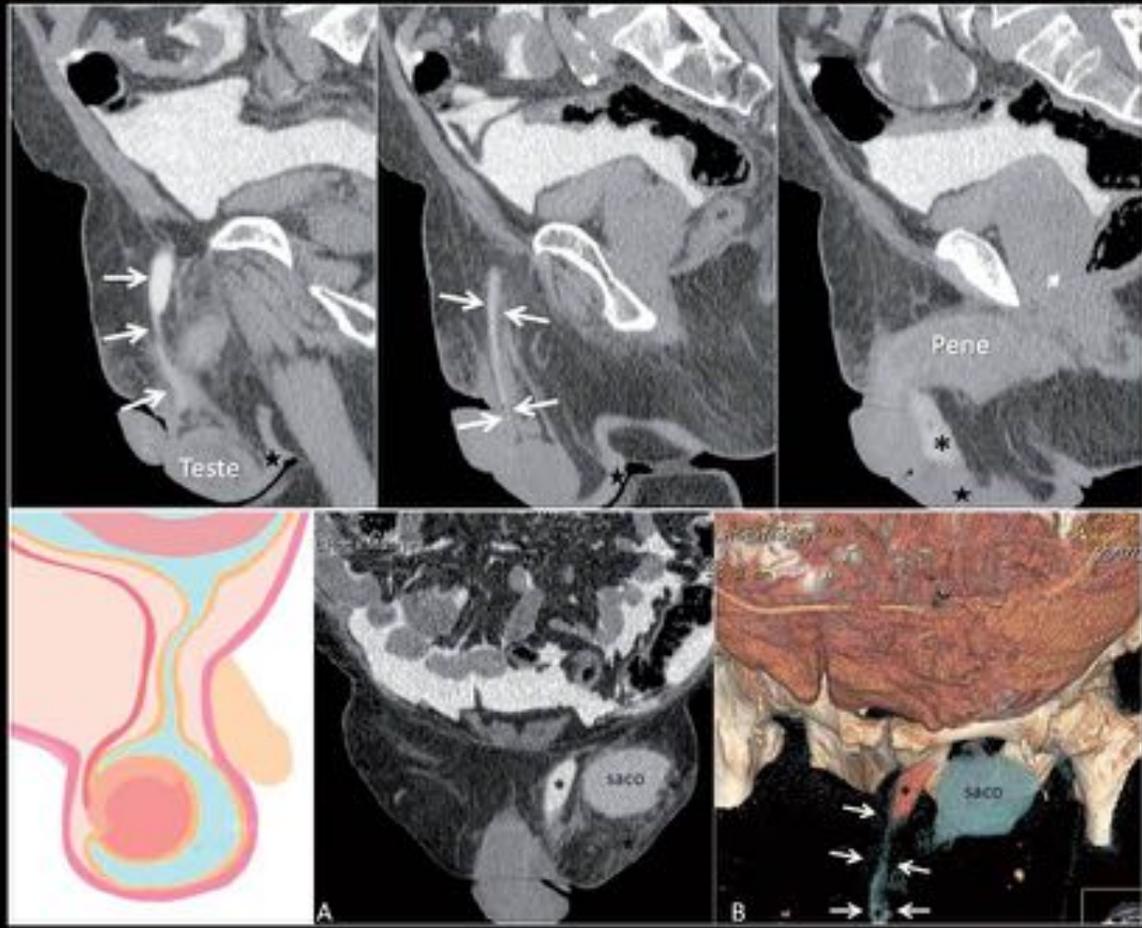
La TC peritoneografía demostró la persistencia de fuga de contraste (asterisco negro) a través de un conducto peritoneo vaginal izquierdo permeable (flechas blancas) como causante del edema escrotal (estrella negra) .Asimismo,se identificaba una hernia inguinal ipsilateral (saco) que había pasado desapercibida pero que no mostraba signos de fuga.
